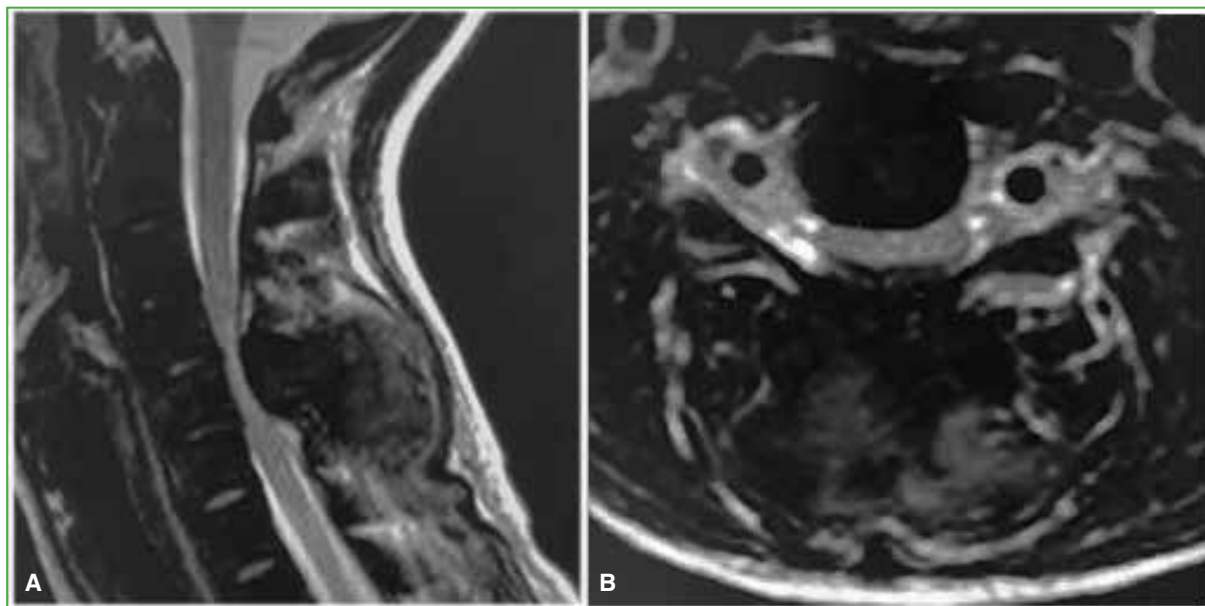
Resonancia magnética de columna cervical. A. Corte sagital. B. Corte axial. Se observa el tumor que compromete partes blandas y el arco posterior, generando una compresión medular en C5.
